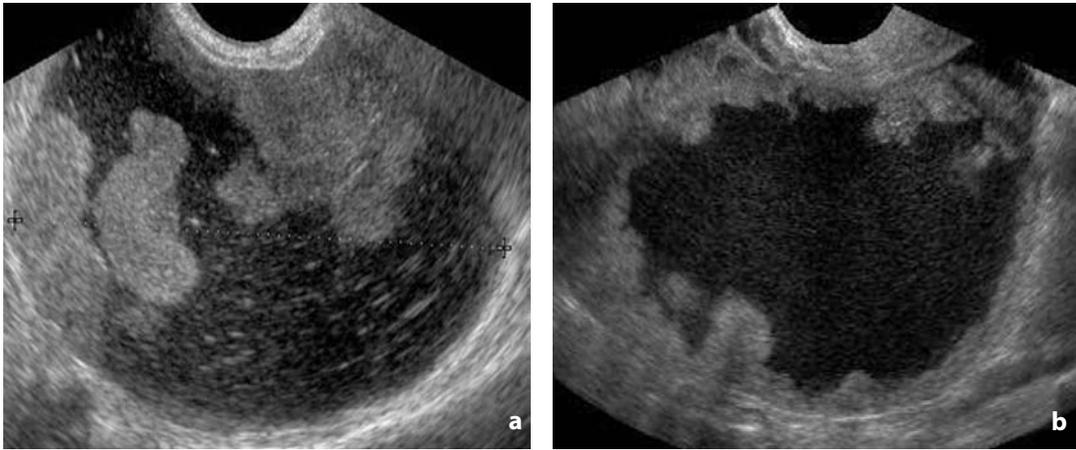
Ecografia transvaginale. Adenocarcinoma sieroso. a Voluminosa lesione cistica a pareti sottili, contenuto corpuscolato ematico e grossolane vegetazioni endoliminali. b Altra neoplasia di aspetto cistico a pareti un poco più spesse nel cui lume aggettano plurime vegetazioni parietali
